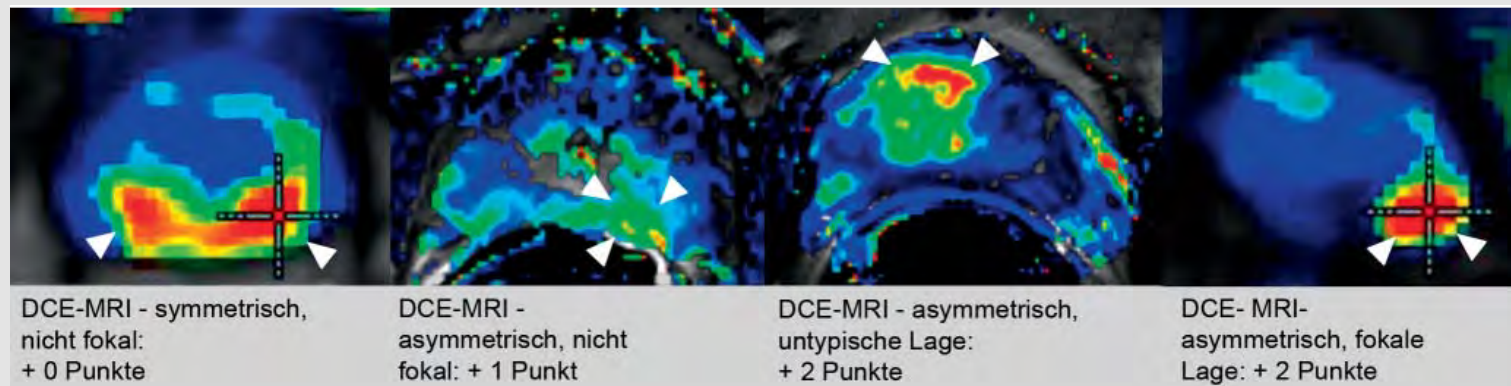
PI-RADS-Klassifikation DCE-MRT, Teil 2: Zusatzpunkte für Verteilungsaspekte bei Kurven Typ 2 + 3.
